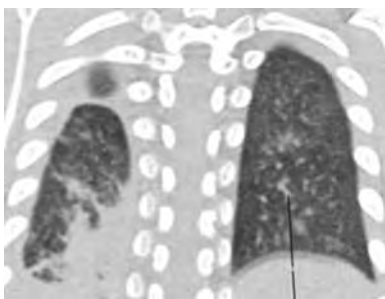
КТ ребенка А., объяснение в тексте
